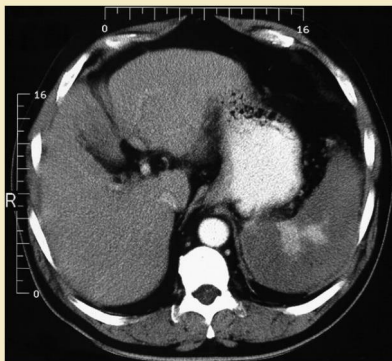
Hombre de 61 años, testigo de Jehová, que rechaza la transfusión sanguínea y se encuentra en lista de espera de trasplante hepático debido a una cirrosis en estadio final relacionada con una infección por virus de la hepatitis C. Tiene un bajo recuento plaquetario (22.000/ml) por su hipertensión portal y el posterior hiperesplenismo. El recuento plaquetario ascendió hasta las 400.000/ml a los 4 días de la embolización esplénica. TC con contraste que muestra un amplio infarto esplénico y unas pequeñas áreas persistentes de tejido viable cercanas al hilio esplénico.
